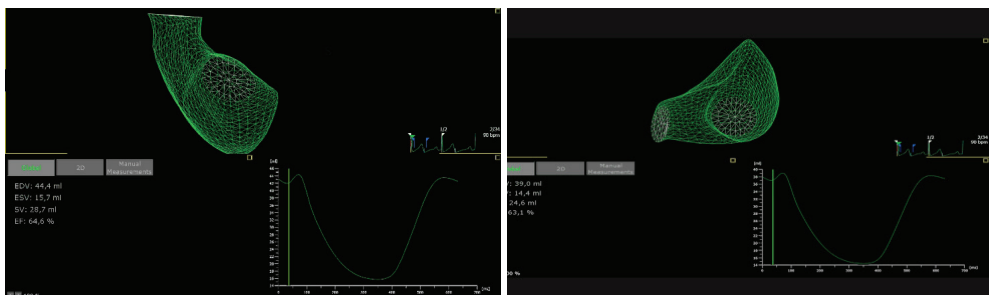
Studio dei volumi e della frazione di eiezione del ventricolo destro tramite tecnica ecocardiografica tridimensionale.
